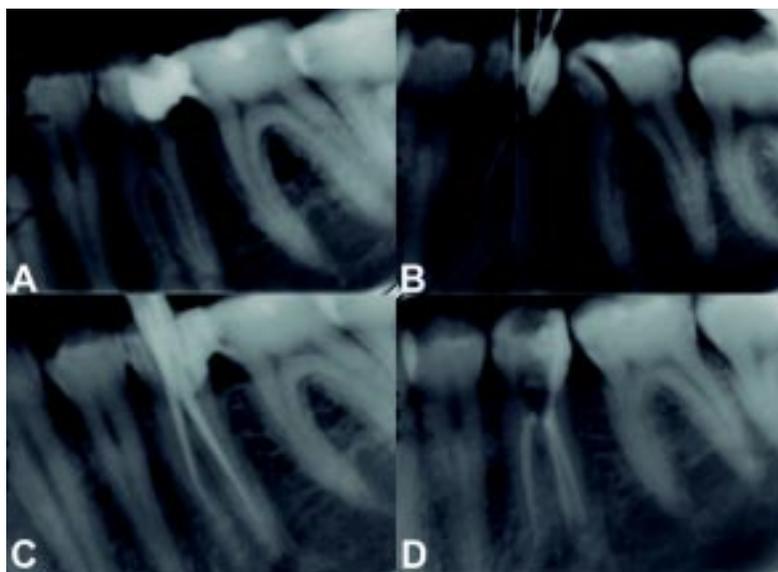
Radiografías retroalveolares de paciente sexo femenino con diagnóstico de pulpitis irreversible en el diente 35.
